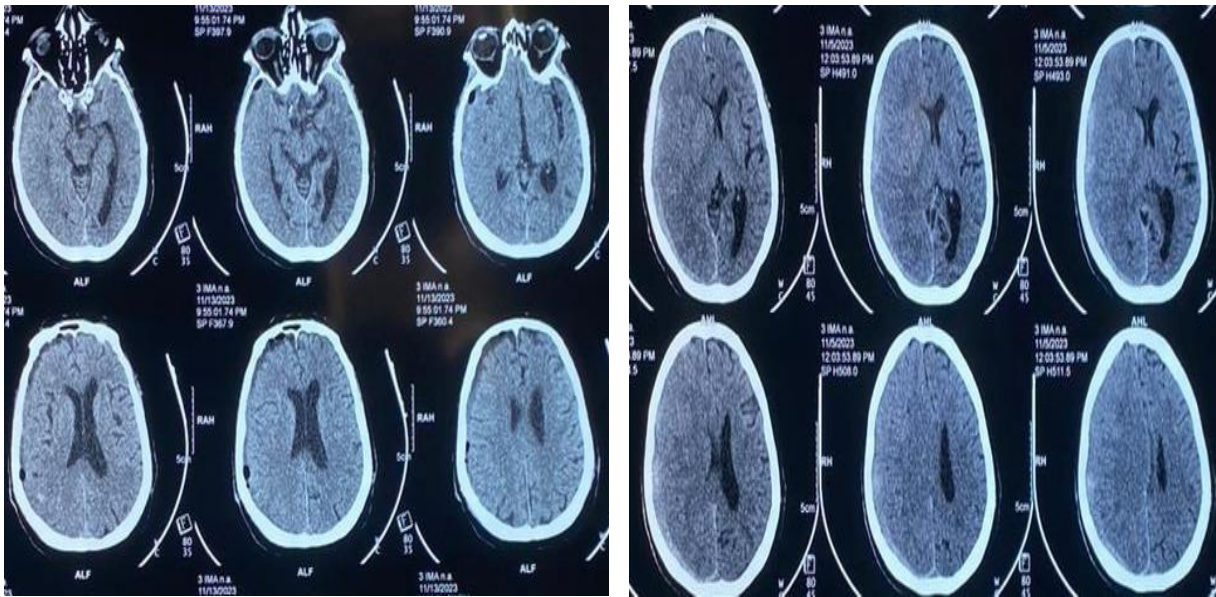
A droite : TDM pré opératoire d'un hématome hémisphérique droit en croissant de lune en faveur d'un HSD subaigu chez une patiente de 62 ans.
